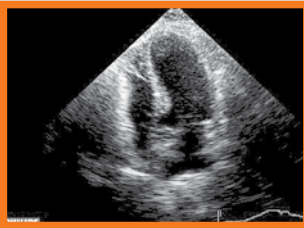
Ecocardiografía que muestra discinesia de ápex.
